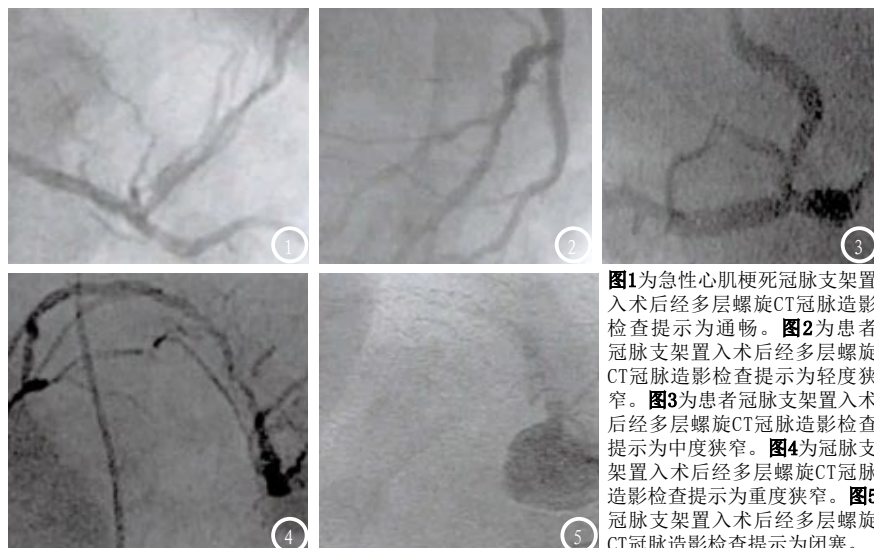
图1为急性心肌梗死冠脉支架置入术后经多层螺旋CT冠脉造影检查提示为通畅。图2为患者冠脉支架置入术后经多层螺旋CT冠脉造影检查提示为轻度狭窄。图3为患者冠脉支架置入术后经多层螺旋CT冠脉造影检查提示为中度狭窄。图4为冠脉支架置入术后经多层螺旋CT冠脉造影检查提示为重度狭窄。图5冠脉支架置入术后经多层螺旋CT冠脉造影检查提示为闭塞。
